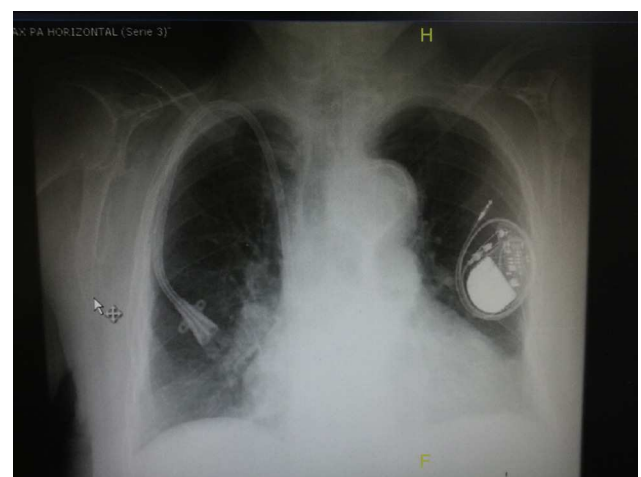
Radiografía de tórax en la que se observa cardiomegalia, ateromatosis aórtica, infiltrados intersticiales y alveolares bibasales, derrame pleural bilateral, catéter de hemodiálisis alojado en la aurícula izquierda y marcapasos unicameral con desplazamiento del electrodo, ubicado alrededor del generador.
